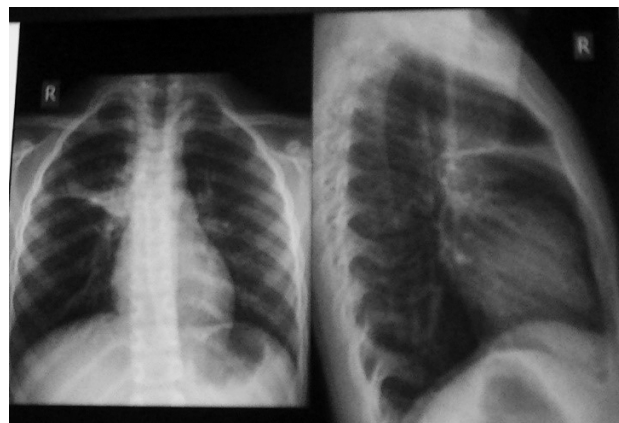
Рентгенограмма в прямой и боковой проекции грудной клетки девочки И. 6 лет. Объяснения в тексте.
